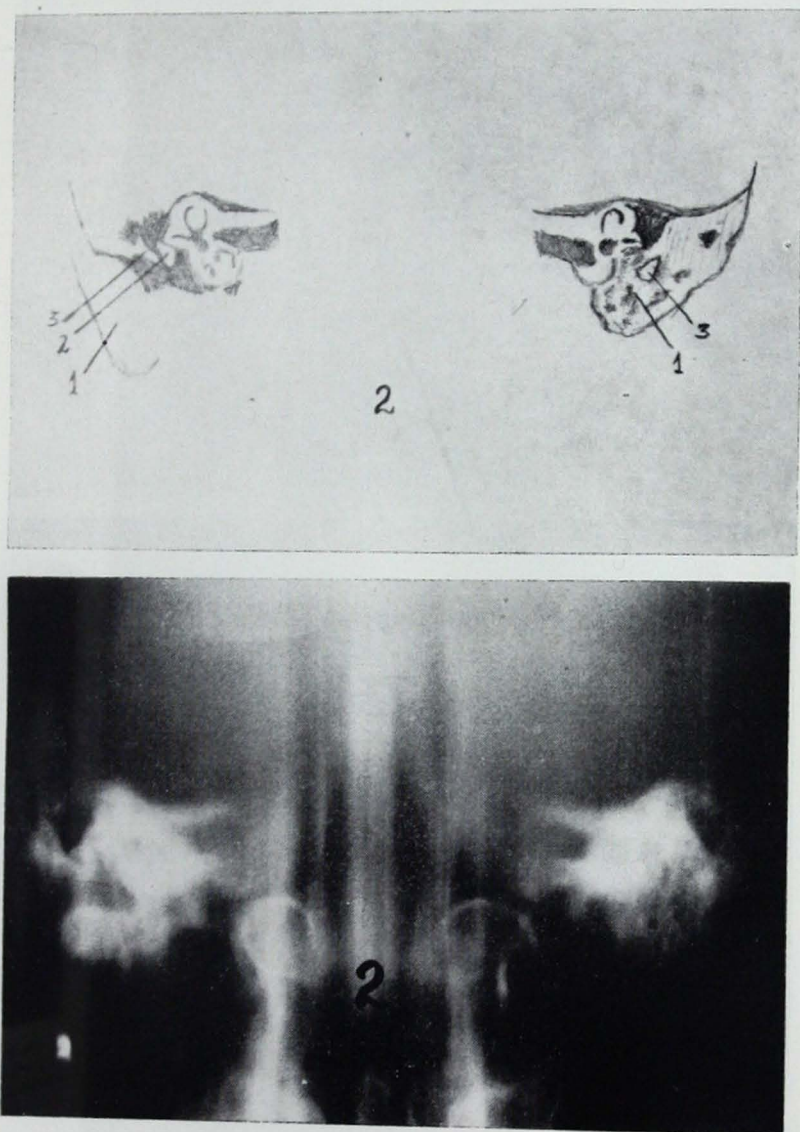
Tomografía comparativa de oídos AP. Se encuentra oído derecho normal. En el oído izquierdo se ve hipoplasia de la mastoides que está en calidad de sustitución además la falta de los elementos óseos del oído medio, no apreciándose tampoco presencia de CAE. Los elementos del oído interno y el CAE son normales.
